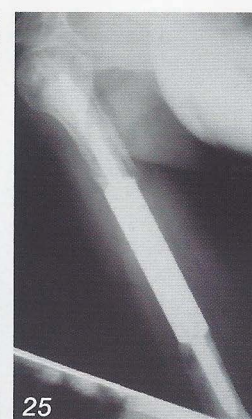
Radiografias pós-operatórias
